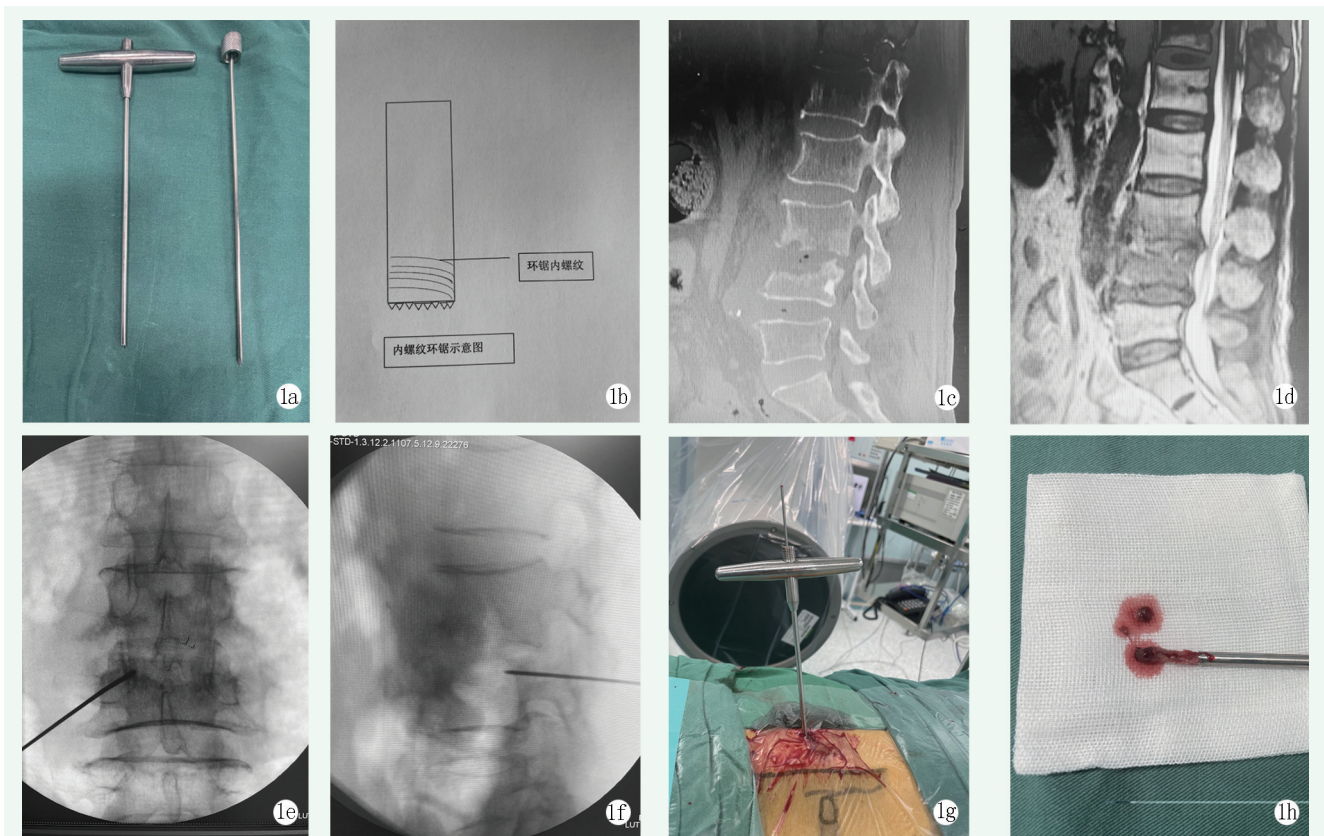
患者男性, 63 岁。1a: 内螺纹环锯实物图, 左侧为环刷工作通道, 前端可见锯齿, 右侧为内芯; 1b: 环刷内面设计有螺纹, 便于术中把持骨组织; 1c, 1d: 术前 CT 和 MRI 矢状位可见 $L_{3/4}$ 椎间隙骨破坏; 1e: 术中定位正位图片, 通过椎弓根上缘进入椎间隙; 1f: 术中侧位可判断进入病灶的深浅; 1g: 穿刺至病灶后安装环刷, 取骨组织; 1h: 取出的骨组织标本外观。
